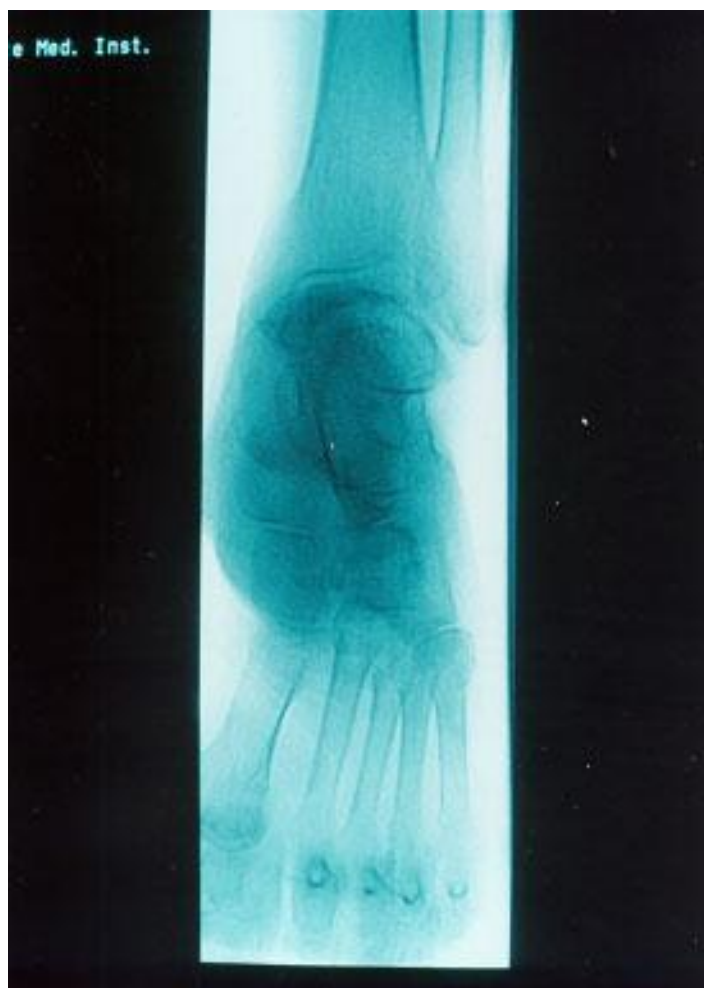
Рентгенограмма больного 3.
